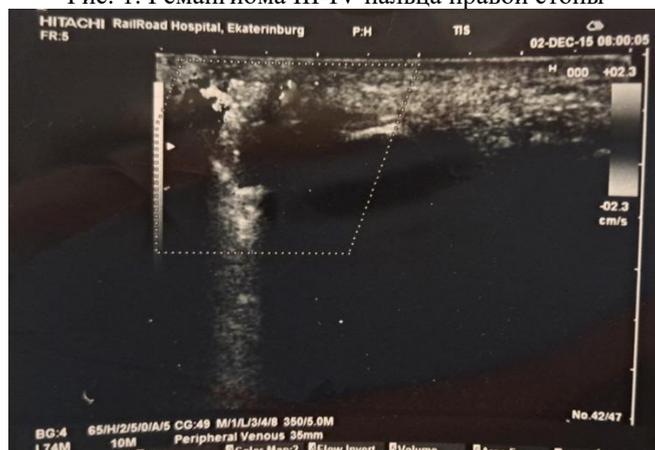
УЗИ гемангиомы III-IV пальца правой стопы
